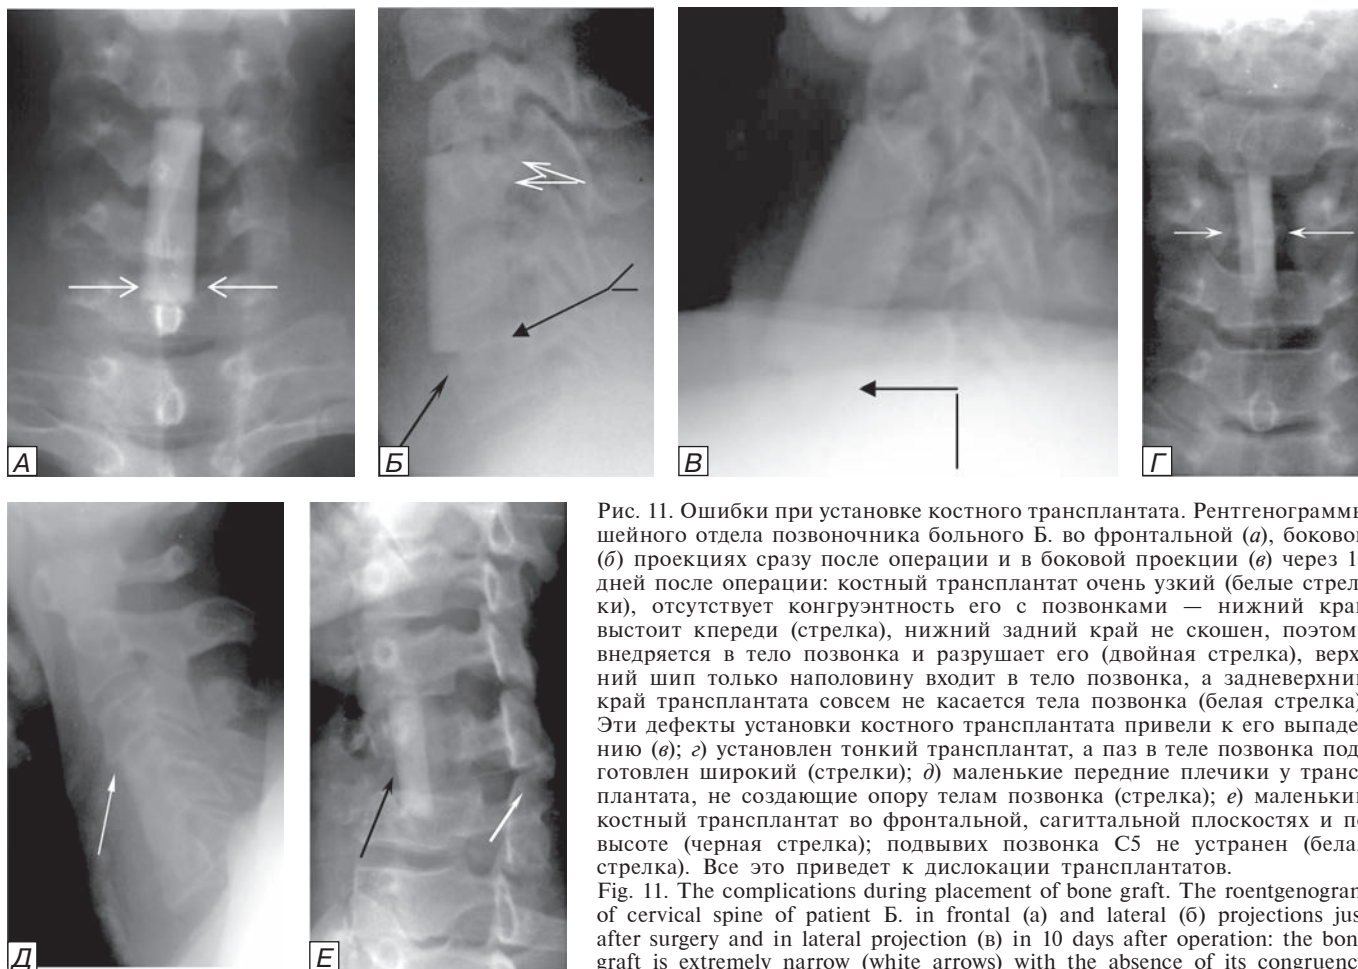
Ошибки при установке костного трансплантата. Рентгенограммы шейного отдела позвоночника больного Б. во фронтальной (а), боковой (б) проекциях сразу после операции и в боковой проекции (в) через 10 дней после операции: костный трансплантат очень узкий (белые стрелки), отсутствует конгруэнтность его с позвонками — нижний край выстоит кпереди (стрелка), нижний задний край не скошен, поэтому внедряется в тело позвонка и разрушает его (двойная стрелка), верхний шип только наполовину входит в тело позвонка, а задневерхний край трансплантата совсем не касается тела позвонка (белая стрелка). Эти дефекты установки костного трансплантата привели к его выпадению (в); г) установлен тонкий трансплантат, а паз в теле позвонка подготовлен широкий (стрелки); д) маленькие передние плечики у трансплантата, не создающие опору телам позвонка (стрелка); е) маленький костный трансплантат во фронтальной, сагиттальной плоскостях и по высоте (черная стрелка); подвывих позвонка C5 не устранен (белая стрелка). Все это приведет к дислокации трансплантатов.
